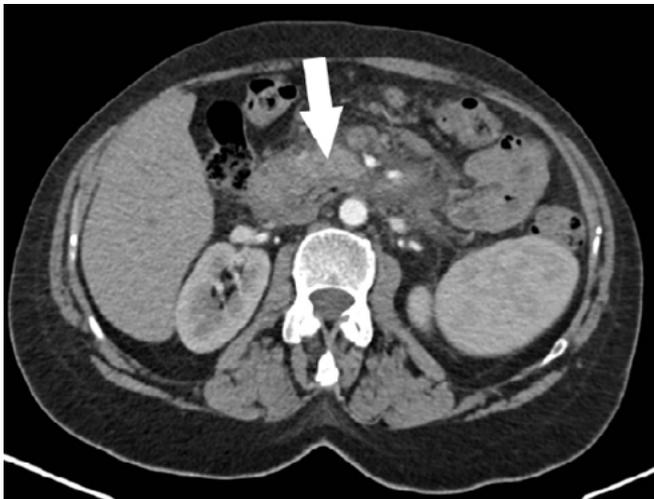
Imagen TC Abdomen: Hallazgos de Pancreatitis Aguda Moderada.
